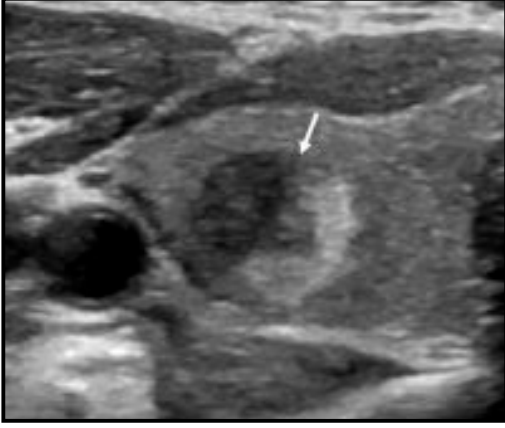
Transverse sonogram of right lobe thyroid shows a yin-yang appearance (arrow).
